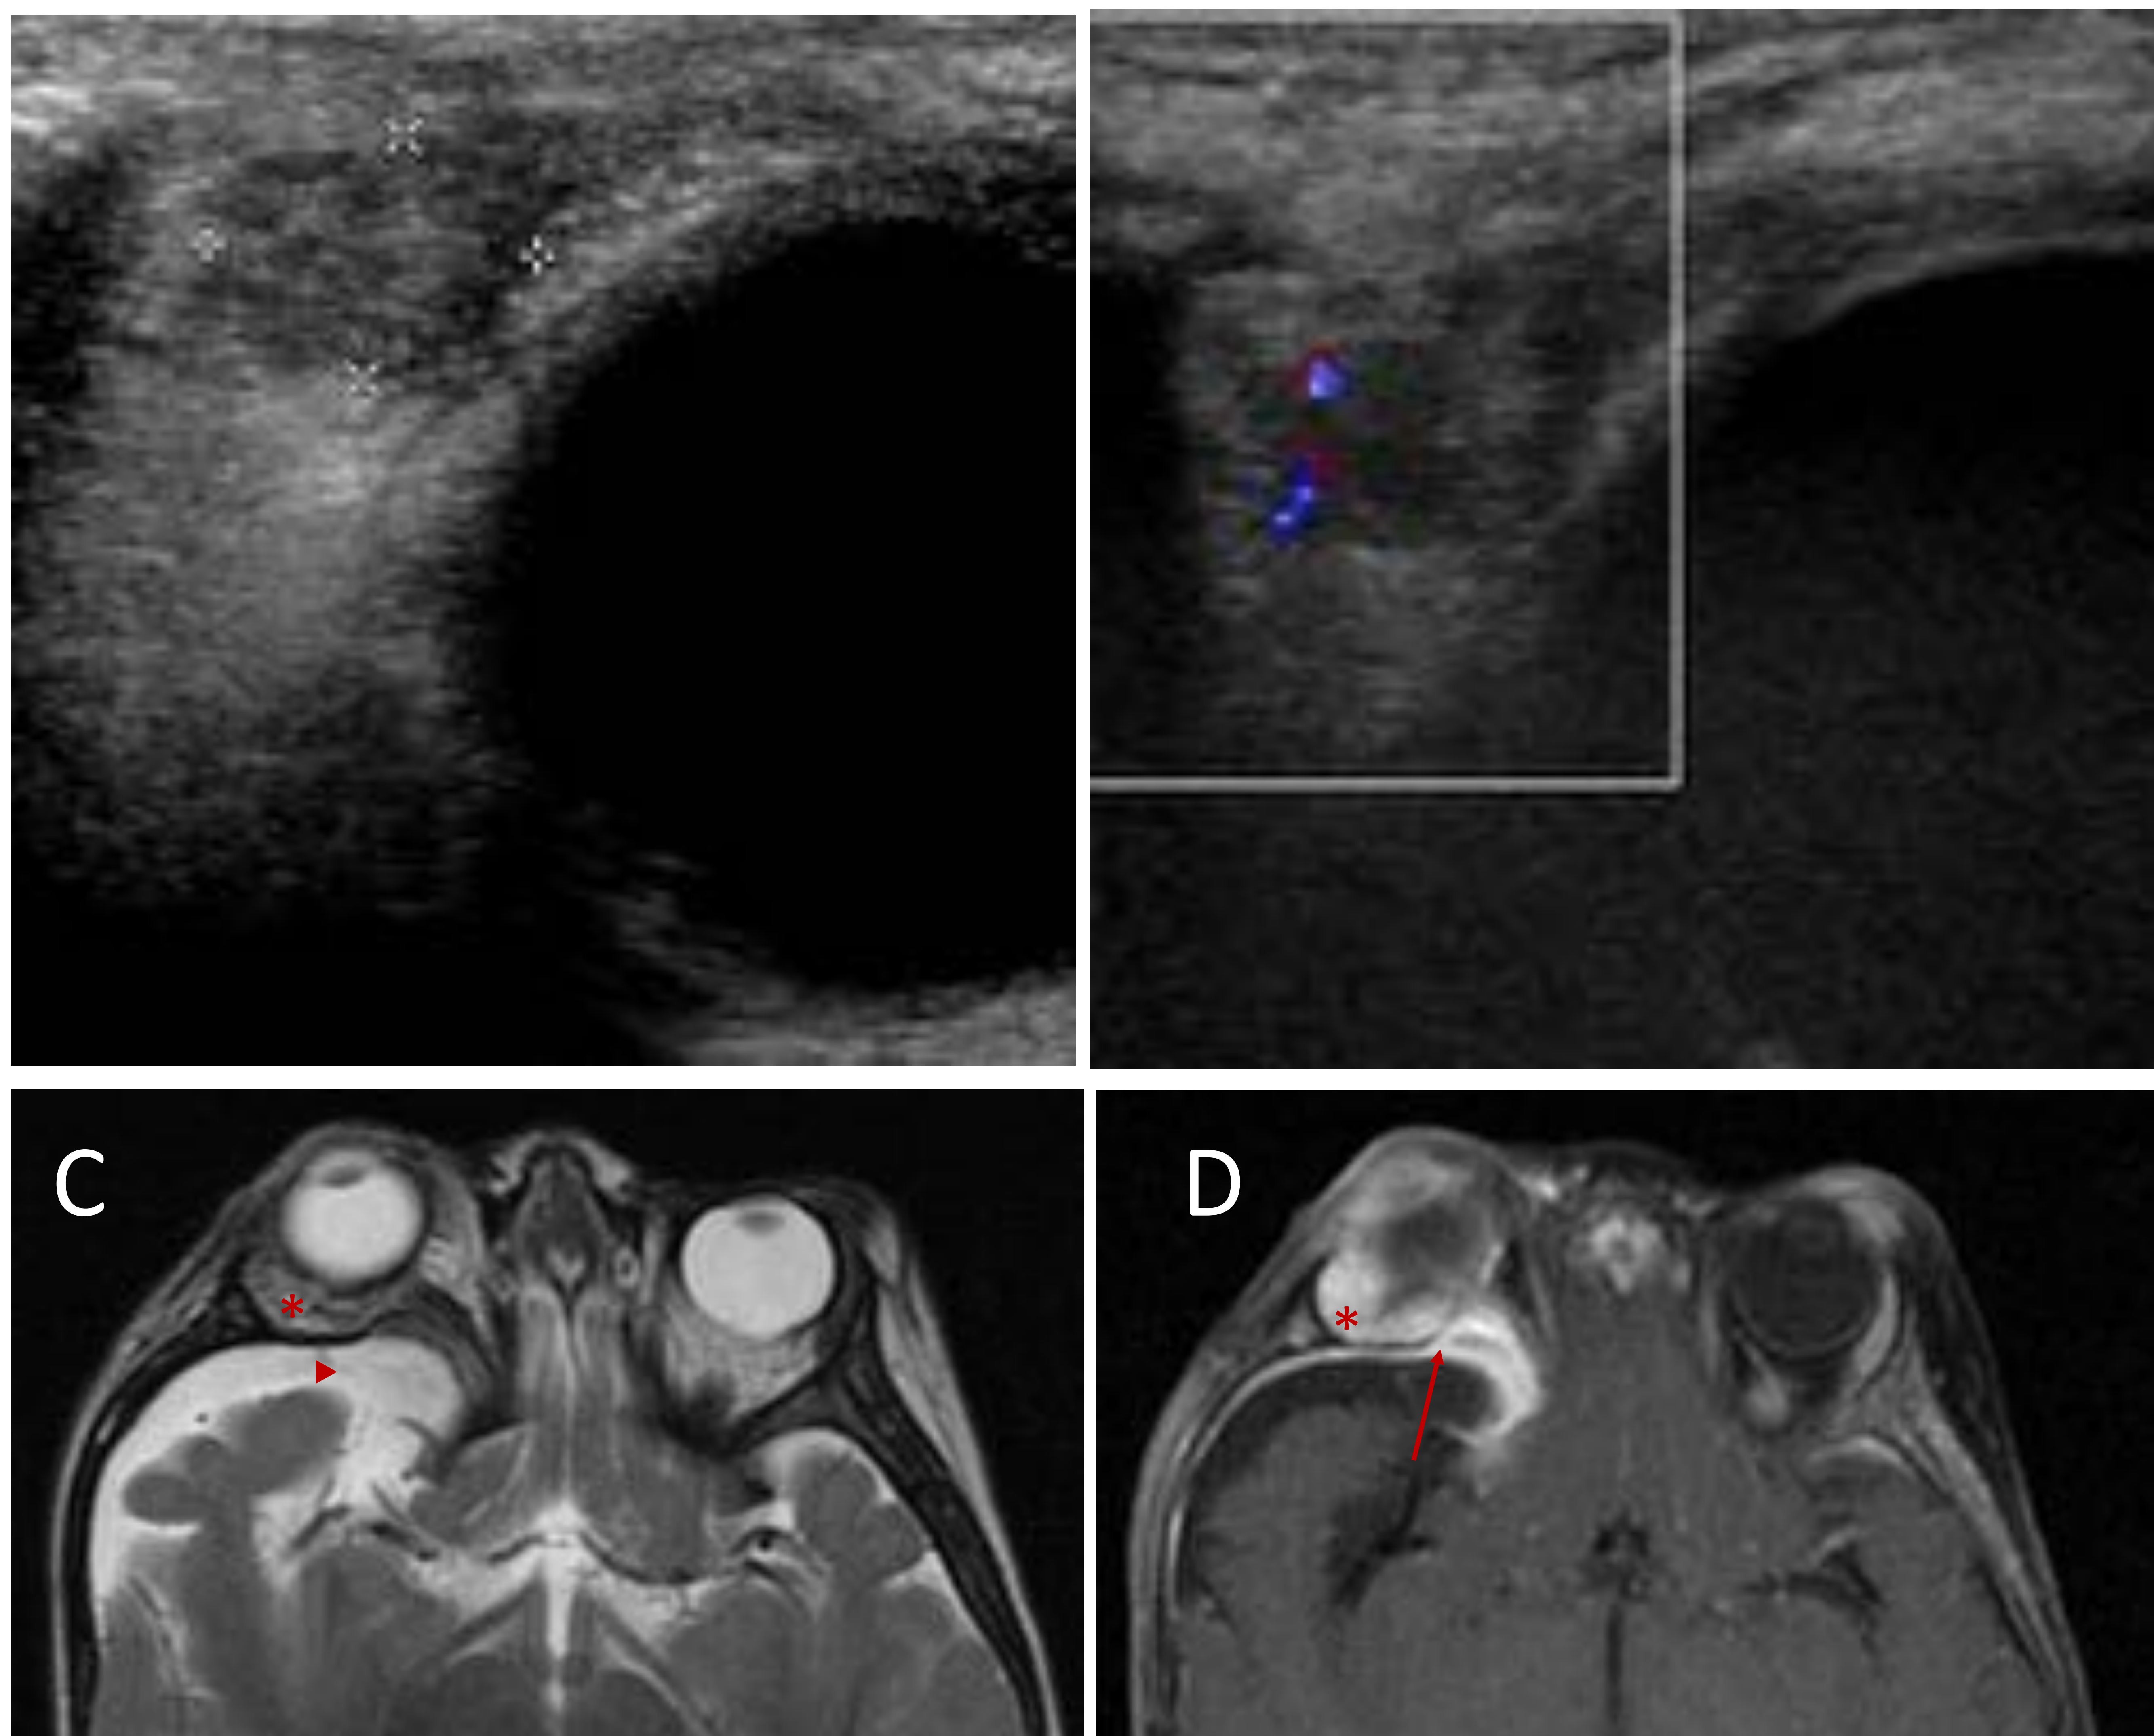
A y B. Ecografía partes blandas centrada en la órbita:, que muestra un nódulo, mal definido hipoecogénico con escaso flujo Doppler interno que fue compatible con neurofibroma plexiforme. C y D. Estudio de RM de mismo paciente que A y B. Secuencia axial T2SE en C y T1SG con civ en D, en las que se observa ocupación de la grasa extraconal superior y externa de la órbita derecha por lesión nodular de bordes mal definidos que realza de forma intensa y heterogénea con el contraste, sugestiva de neurofibroma (asteriscos). Se extiende posteriormente a través del espacio extraconal externo, alcanzando la fisura orbitaria superior, donde se aprecia realce lineal en pared posterior orbitaria (flecha). Ensanchamiento de la fosa craneal media con aumento del espacio extra-axial y ocupación por LCR (cabeza de flecha en C).
